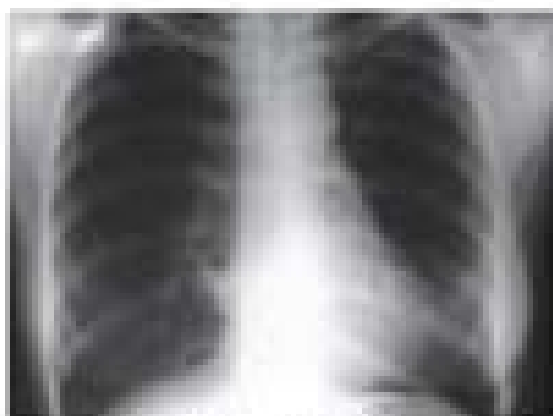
Chest X-ray revealing significant improvement after the completion of tuberculosis treatment with isoniazid.
